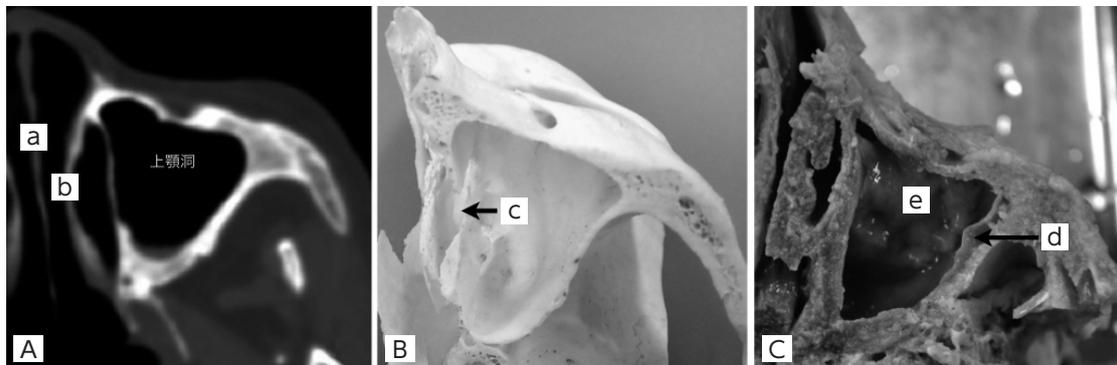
上顎洞水平断面(A:CT像, B:骨標本, C:上顎洞炎症例)(B, Cは松尾, 2017⁴⁾より改変)
